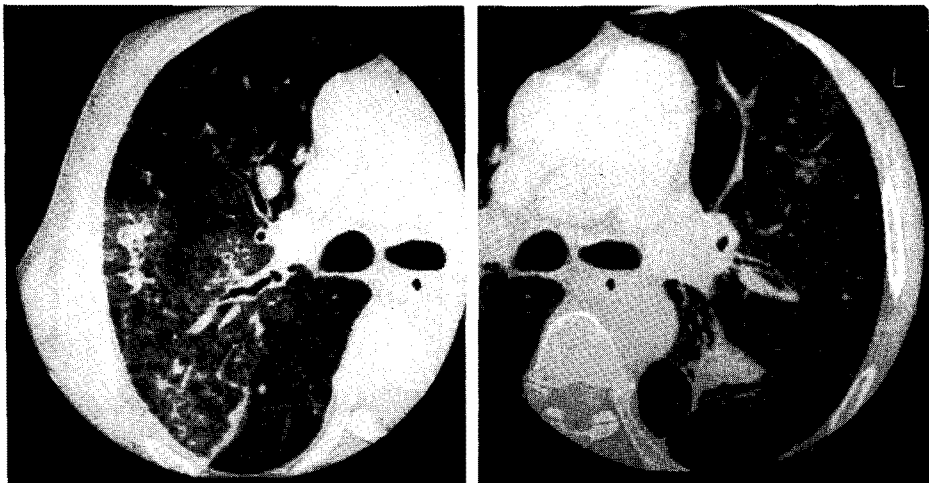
After 3 months follow up, HRCT through posterior segment of the right upper lung after first visit 3 months shows areas with marked increases in lung densities exhibiting a ill-defined small nodule with surrounding ground glass appearance, after 3 months.
